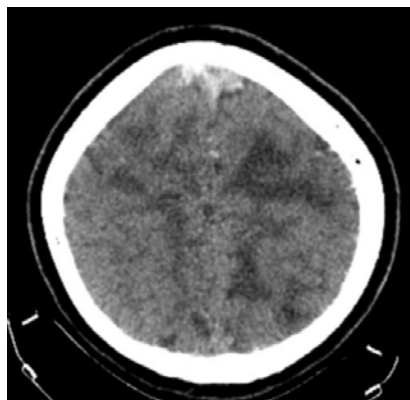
TC cerebral axial infartos venosos
